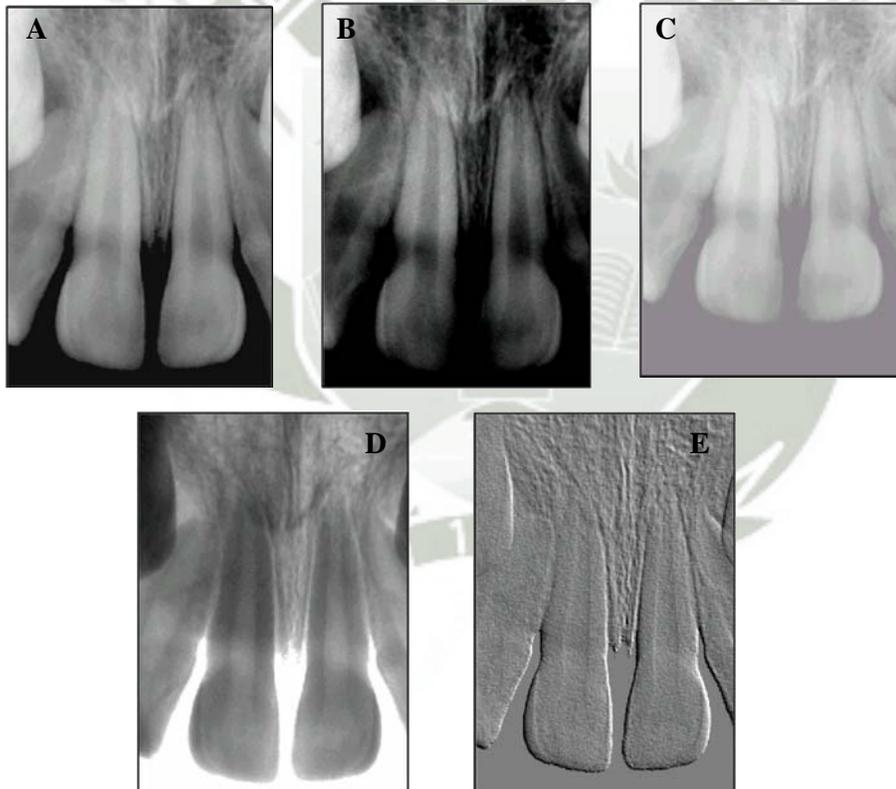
Radiografías retroalveolares digitales obtenidas con Radiovisiógrafo Kodak. A) radiografía con densidad y contraste correcto. B) radiolúcida. C) radiopaca. D) inversión de grises. D) alto relieve.
